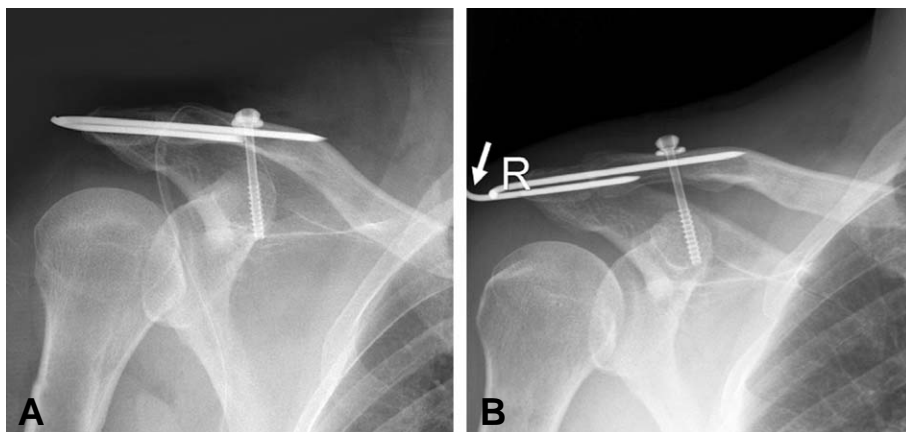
Plain radiographic films show a migrated pin (A) immediate postoperative AP view, (B) postoperative 5 weeks AP view.
